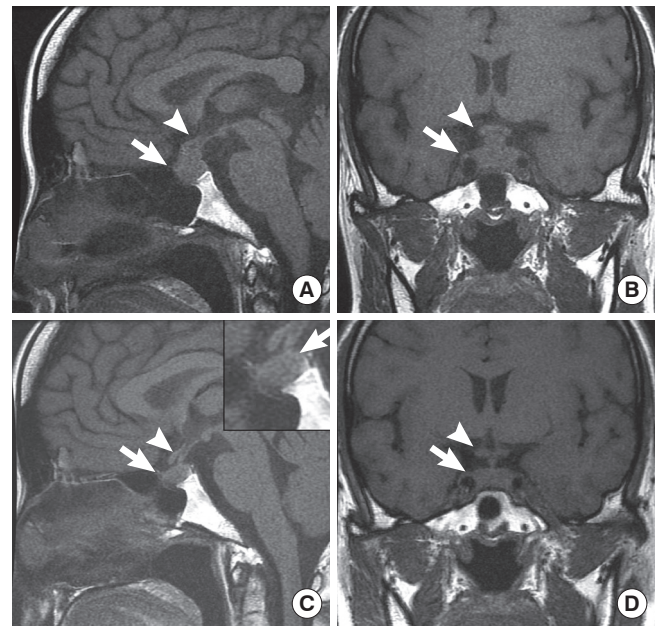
(A, B) T1-weighted image of the sella MRI shows homogeneously contrast-enhanced soft tissue mass with enlarged pituitary stalk (arrows and arrowheads, respectively). Notice the non-visualization of T1-high signal intensity of the neurohypophysis. (C, D) Follow up MRI of 6 month after High Dose Methylprednisolone Pulse Therapy and prednisolone replacement: Notice the decreased size of remained pituitary mass and improved pituitary stalk thickening (arrows and arrowheads, respectively) with faintly reappeared hyperintense neurohypophysial signal (see the boxed area on right upper part in C).
